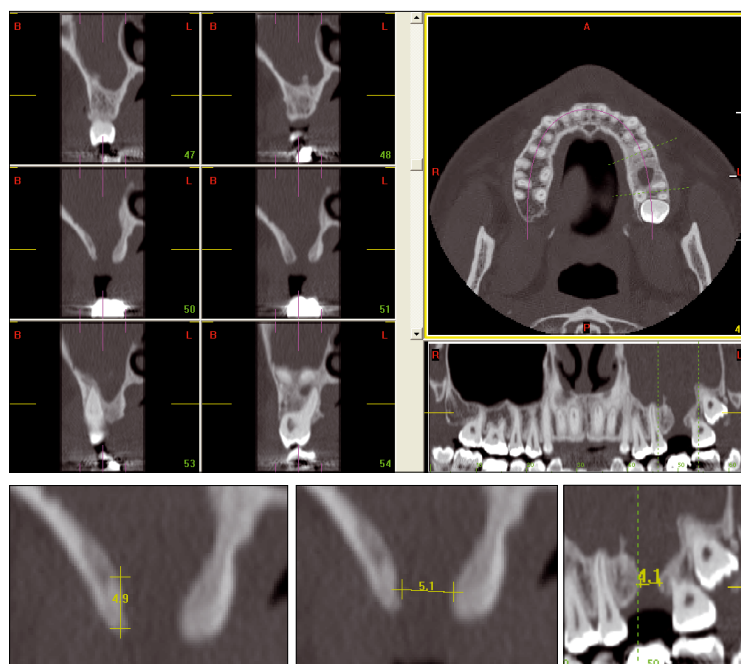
CT-scan maxillaire mettant en évidence la CBS et l'inflammation de la muqueuse du sinus maxillaire gauche.
